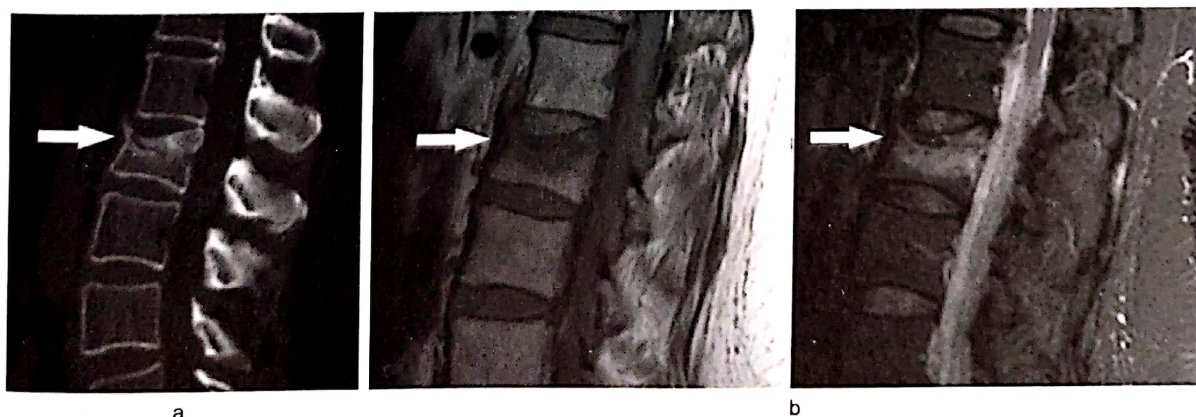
Fractură vertebrală L2 prin compresie - imagine CT (a) cu reconstrucție sagitală și imagini IRM T1 și STIR (b), care reflectă caracterul acut al leziunii.
